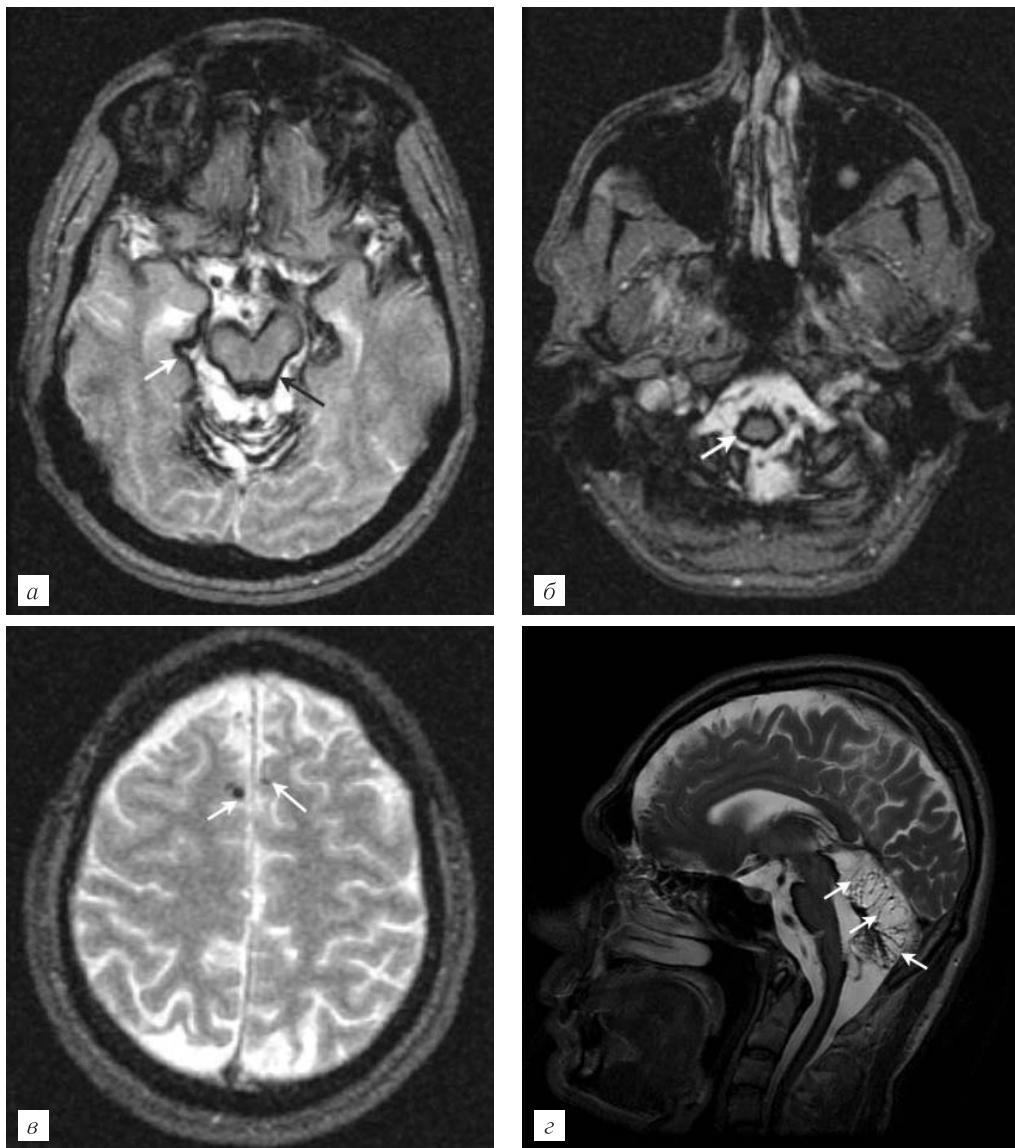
МР-томограммы пациента (томограф 1,5 Тл): *а* — отложение гемосидерина по бороздам полушарий мозга и вокруг ствола (стрелка); *б* — отложение гемосидерина вокруг продолговатого мозга (стрелка); *в* — очаги микрокровоизлияний в лобной доли (стрелка); *г* — атрофия мозжечка (стрелка).
